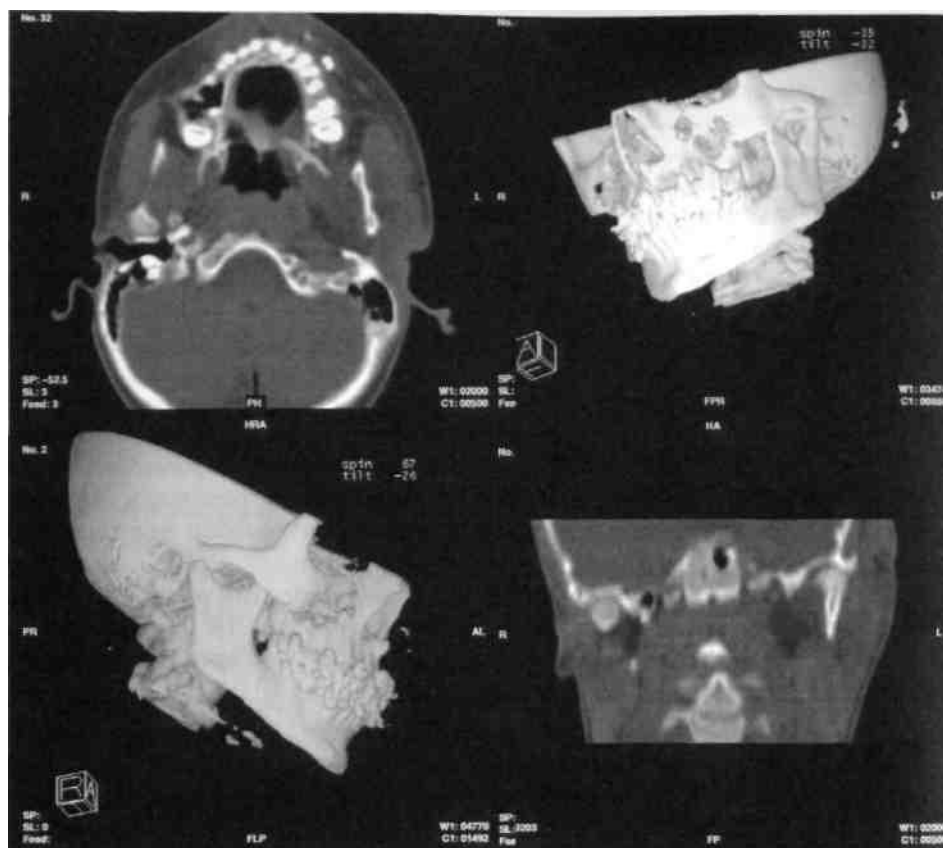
Изображение височно-нижнечелюстных суставов на спиральной компьютерной томограмме с мультипланарной реконструкцией
